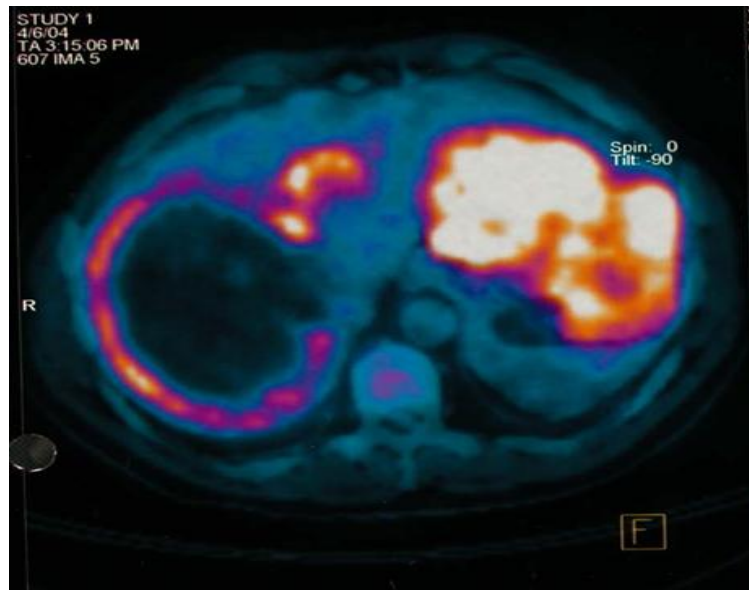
Une TEP montrant la fixation de FDG par une GIST.
